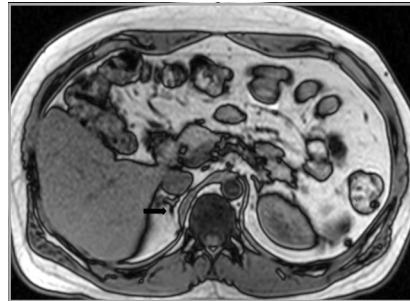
Glándula suprarrenal derecha normal. Corte axial de RM ponderada en T1 "fuera de fase", donde se demuestra un halo hipointenso en el margen de la glándula suprarrenal, el característico artefacto en "tinta china".
